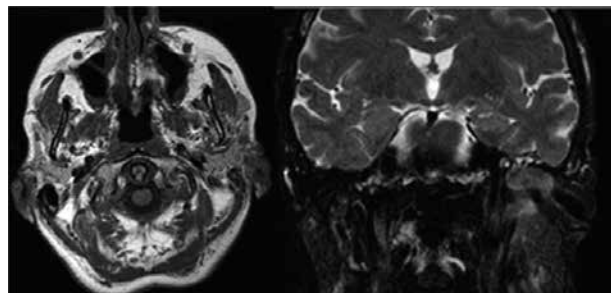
Resonancia magnética, corte axial y coronal. Lesión neoproliferativa infiltrante en oído izquierdo.
